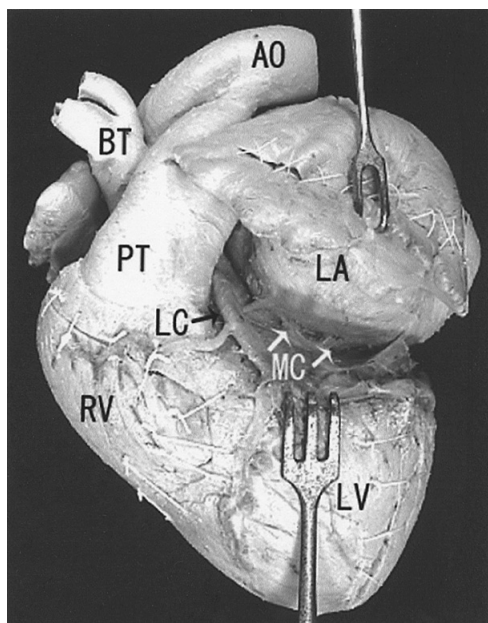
Left lateral view of the floor of the left atrium (LA) in case 1. AO: aorta, BT: brachiocephalic trunk, LC: left coronary artery, LV: left ventricle, MC: myocardial insertion from the floor of the left atrium to the dorsal wall of the left ventricle, PT: pulmonary trunk, RV: right ventricle.
